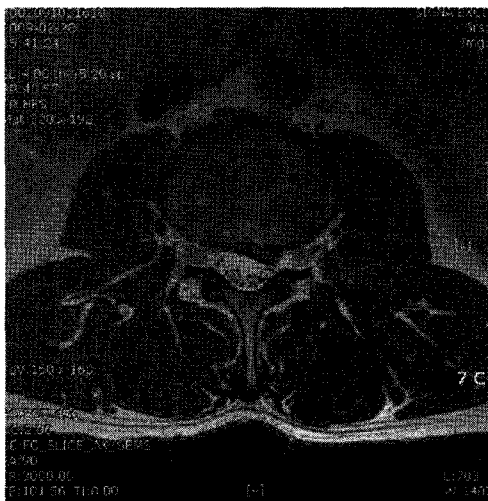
L-SPINE MRI : Axial T2WI view of L2-3. on 28, February, 2009.
